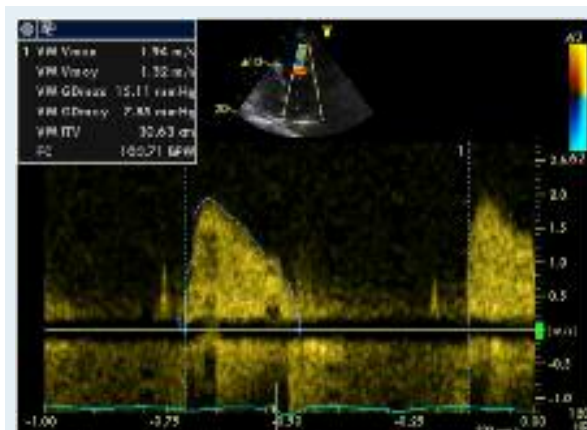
Enregistrement en Doppler continu du flux traversant la membrane avec un aspect d'accélération des vitesses antérogrades (1.94 m/s). Cet aspect confirme la présence d'un gradient moyen =8 mm Hg.
